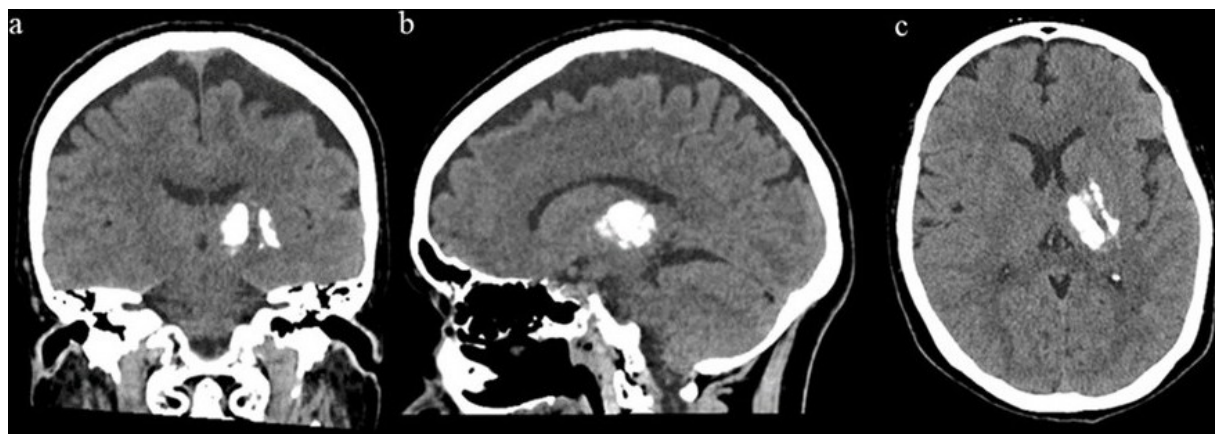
Tomografía computarizada de cráneo sin contraste con sus cortes a: coronal, b: sagital, c: axial, que evidencia calcificaciones densas bilaterales de los ganglios basales, con predominio izquierdo, compatibles con síndrome de Fahr. Se asocia discreta atrofia cortical, sin otras alteraciones intracraneales.
